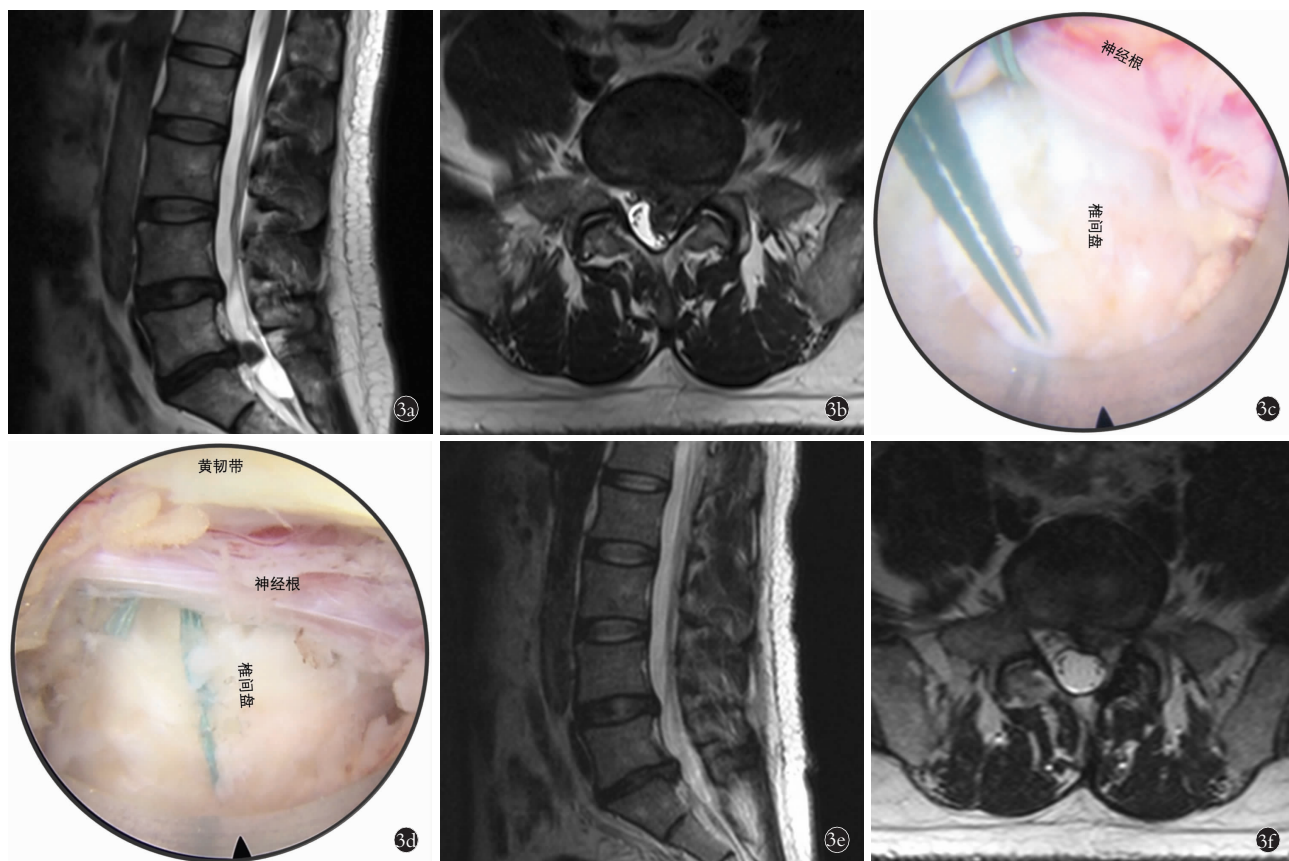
患者,男,32岁,L₅S₁椎间盘左侧后方型脱出,左侧 S₁神经根受压明显,采用经椎板间隙入路全内镜下纤维环缝合术治疗。内镜下视野方位:左侧-头侧;右侧-尾侧;上方-内侧;下方-外侧 3a,3b. 术前 T2 加权腰椎 MRI 显示 L₅S₁椎间盘脱出,左侧 S₁神经根明显受压 3c. 采用双针缝合技术,在裂口内外侧相对健康纤维环上分别缝合锚定线 3d. 双侧锚定线拉合打结 3e,3f. 术后 3 个月复查 T2 加权腰椎 MRI 显示椎管内神经减压充分,椎间盘后缘平整
